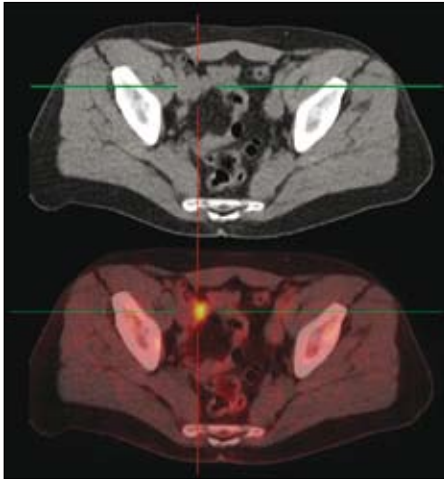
CT ; PET/CT: Lymphknotenmetastase eines Rektum-Karzinoms
